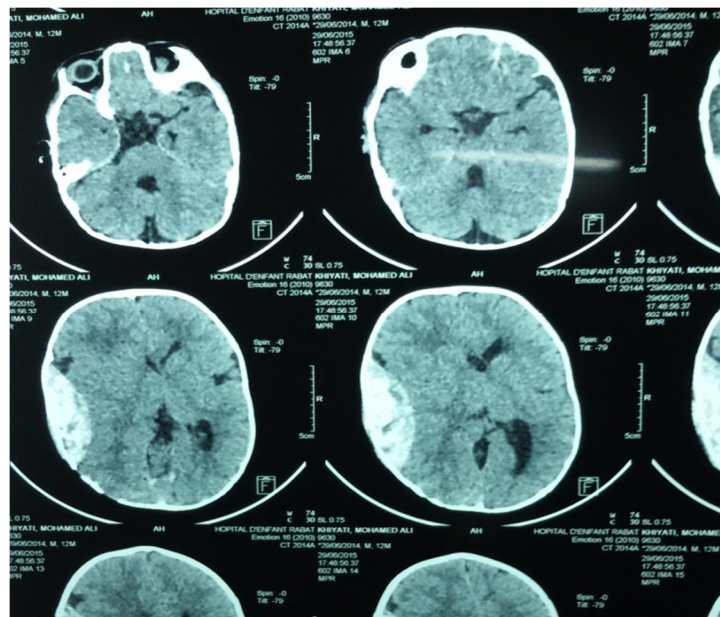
TDM cérébrale d'un enfant victime d'un traumatisme crânien objectivant un hématome extradural important
